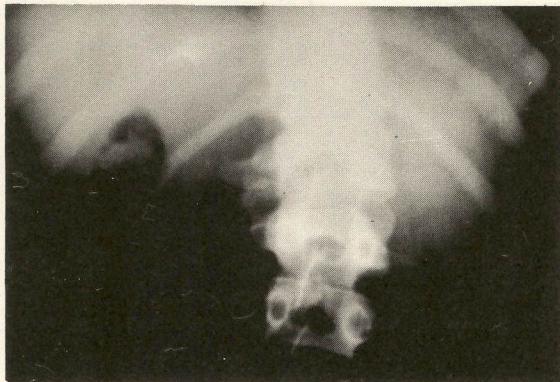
Radiografia pré-operatória ântero-posterior.
